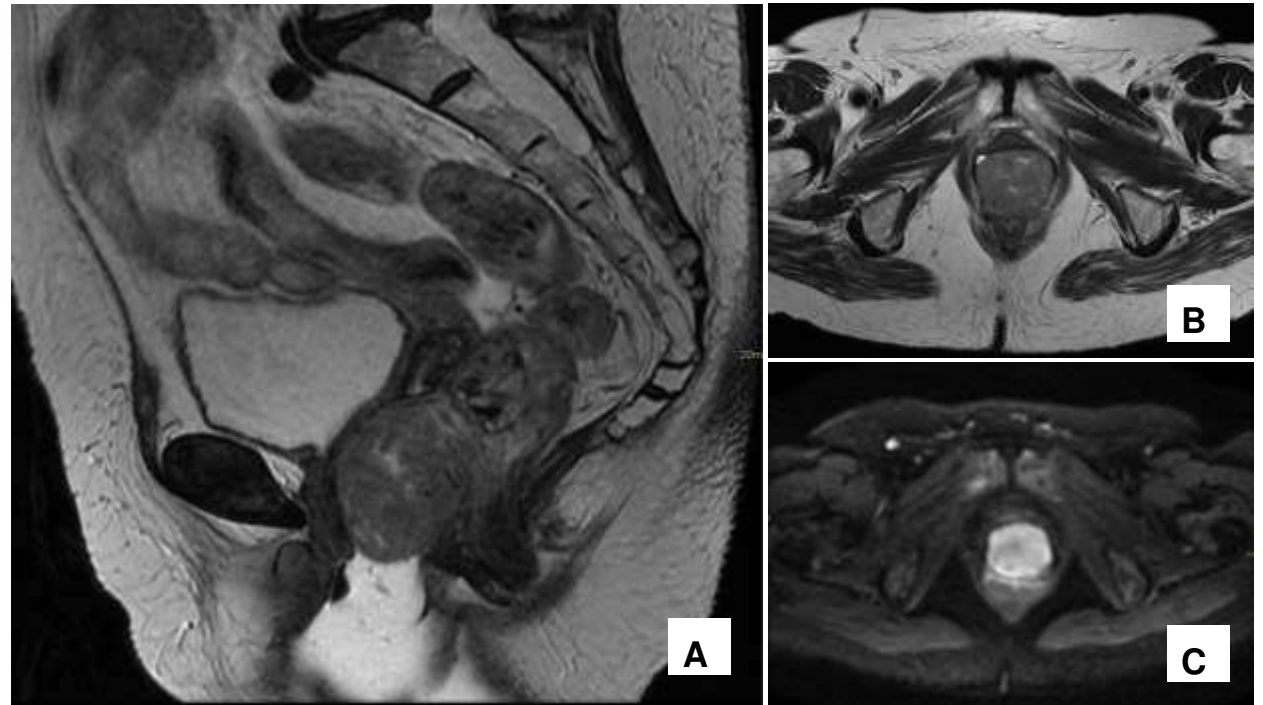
RM de recto: corte sagital (A), axial (B) potenciados en T2 y axial DWI (C) en paciente en seguimiento por quiste anexial. Se observa una masa de 5 cm sólida ovalada bien delimitada en el tercio inferior del recto, que ejerce efecto de masa sobre la vagina desplazándola hacia anterior. Es heterogénea e isointensa en T2. No restringe marcadamente la difusión.
